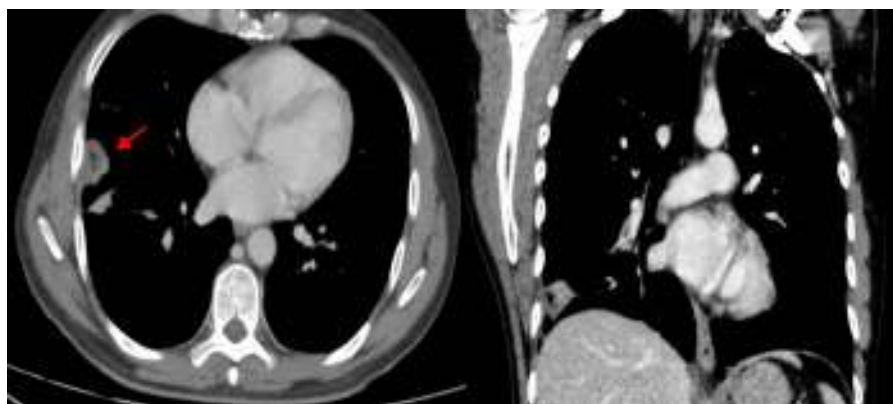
Paciente de sexo masculino de 63 años de edad con diagnóstico de cáncer prostático y disnea. La tomografía computada en corte axial y coronal con ventana para mediastino identifica densidad parenquimatosa subpleural de aspecto cuneiforme en la base pulmonar derecha (flecha), como signo indirecto de tromboembolismo pulmonar agudo (infarto pulmonar - signo de la joroba de Hampton en radiología simple).
